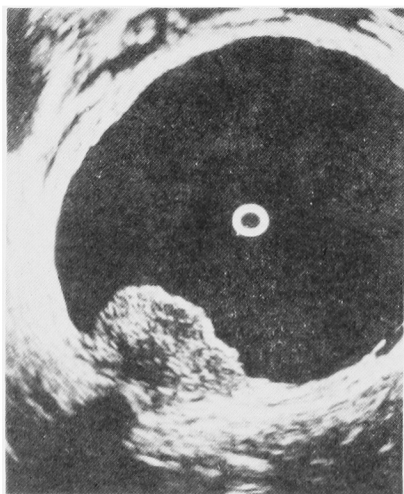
Sonography of the same cases as in Fig. 13. The tumor is very invasive.
